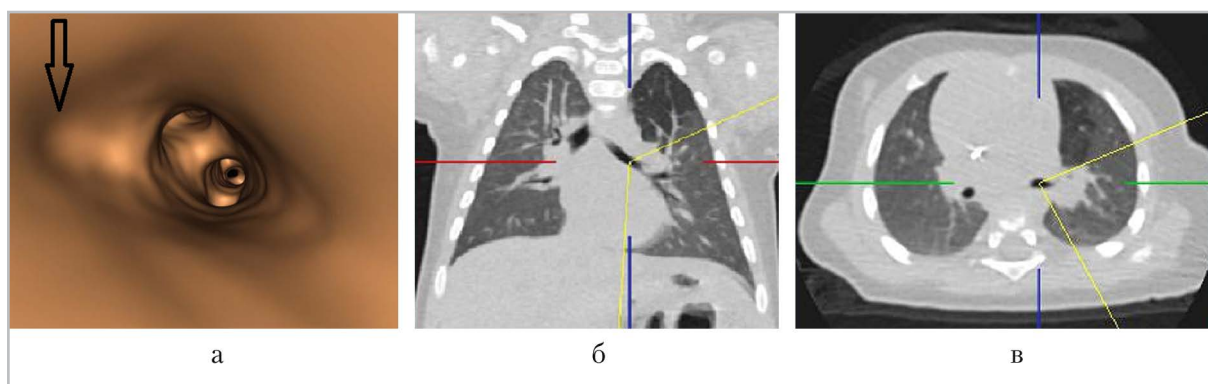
Компьютерные томограммы органов грудной клетки, легочное окно, постконтрастное усиление; виртуальная бронхоскопия (*a*), сканы во фронтальной (*б*) и аксиальной (*в*) плоскостях — просвет аномального бронха не визуализируется из-за выраженного стеноза (стрелка, курсор)
